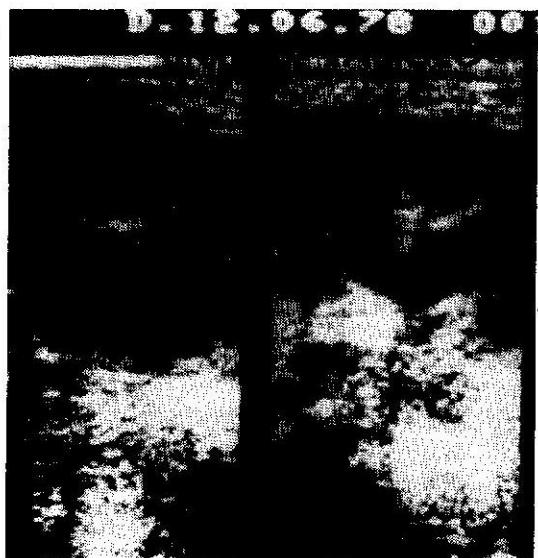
Ultra-sonografia renal evidenciando hidronefrose avançada do rim direito. Observa-se extensas áreas sem "ecos" no seu interior, com zonas altamente ecogênicas inferiormente, caracterizando a passagem da onda ultrassônica através de coleções líquidas.
